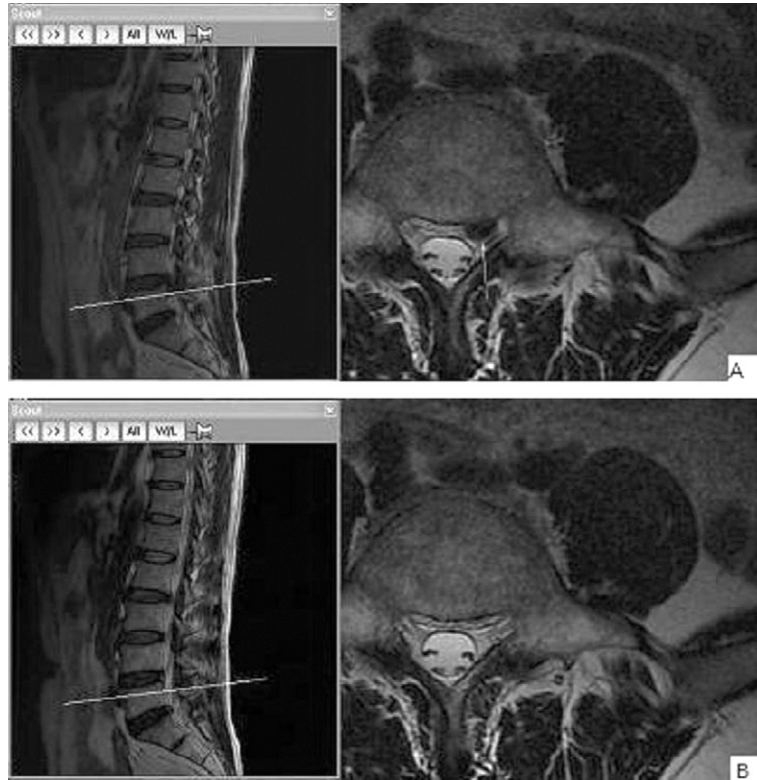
(A)Sagittal and axial T2-weighted MR images showing left paracentral disc extrusion & downward migration in L4-5(arrow). (B)Sagittal and axial T2-weighted MR images obtained during a 8 month follow up examination revealed that the herniated disc had disappeared completely.
